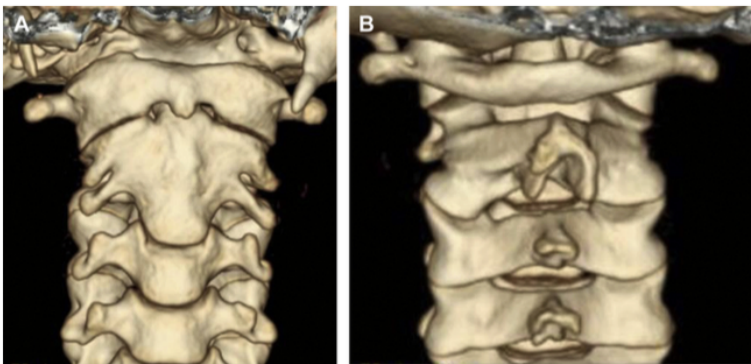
Tomografía computarizada que muestra anomalías de la columna cervical de un paciente con la variante Goldenhar de microsomía craneofacial (A) en comparación con un control normal (B). Observe la fusión de C2 y C3 y las densidades dismórficas. [26].
